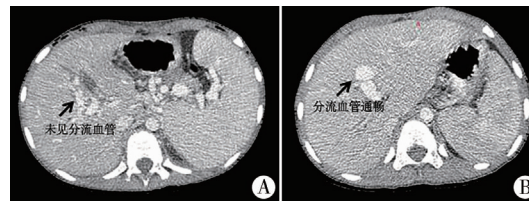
EHPVO 患儿 Rex 术后 CT 图像 注 A:CT 未见分流血管; B:CT 显示分流血管通畅
